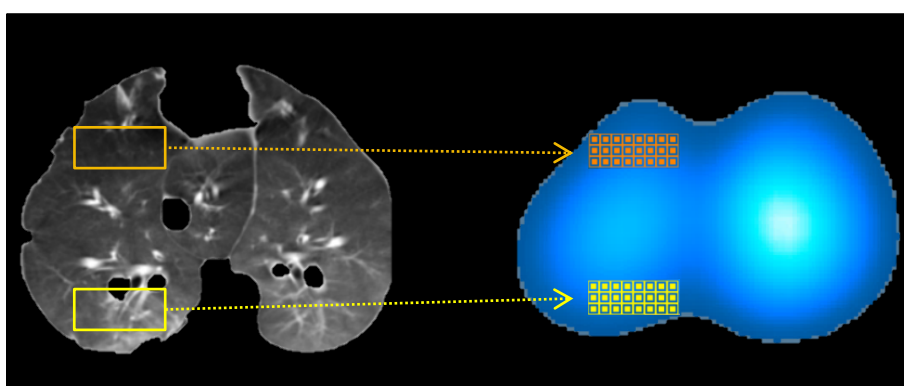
Corte transversal da TC e da TIE, destacando a alocação das ROI's
